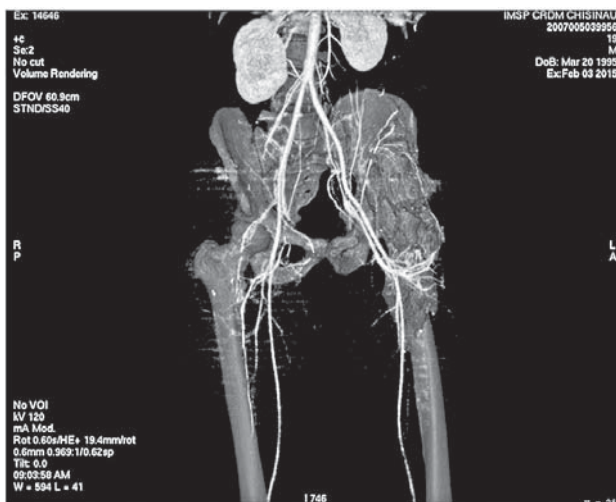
CT-angio a bazinului.
